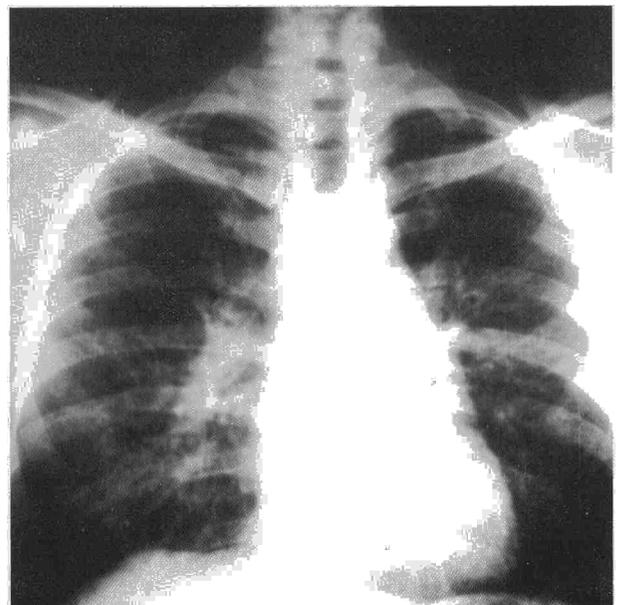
Radiografía de tórax posteroanterior realizada en abril de 1990 donde se aprecia un infiltrado reticulonodular bilateral.
